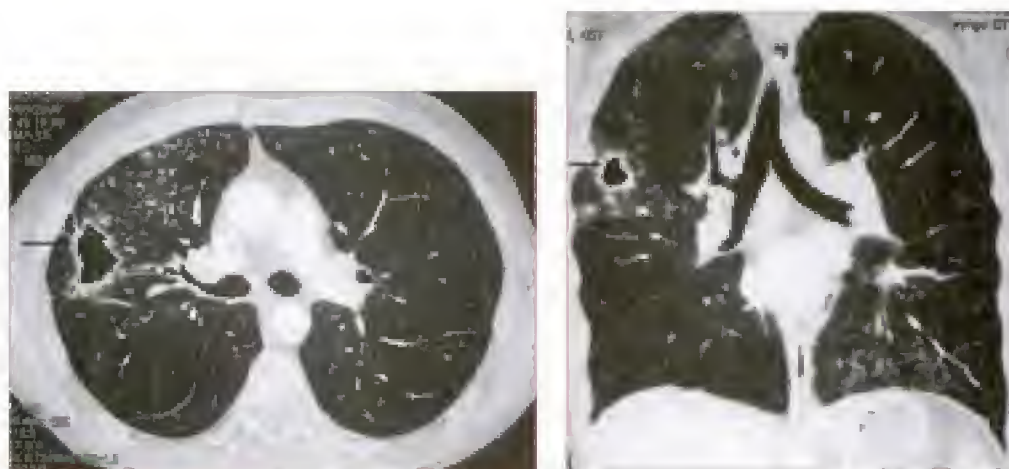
et fig. 106-5. TDM thoracique montrant une cavité à paroi épaisse (flèche) avec sa bronche de drainage (étoile) associée à des micronodules
